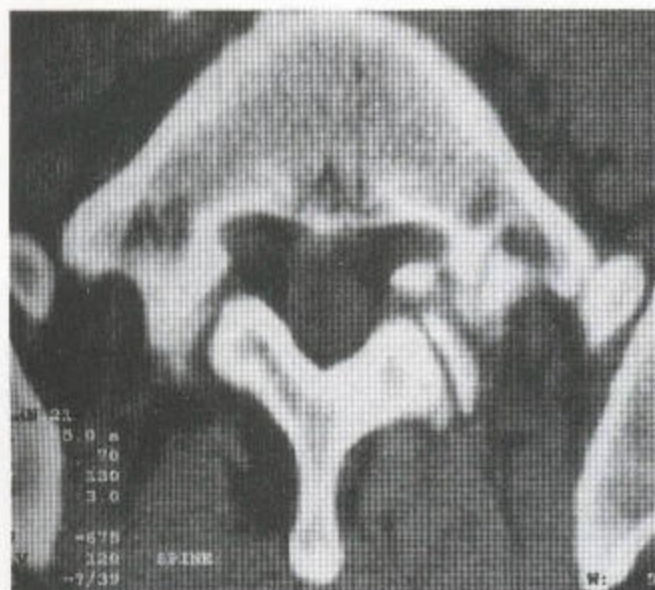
有与左侧椎间关节完全分离性缺陷部的腰段脊椎的 CT 片。椎间关节境界清晰，缺陷部不规则，伴前部骨碎裂。
